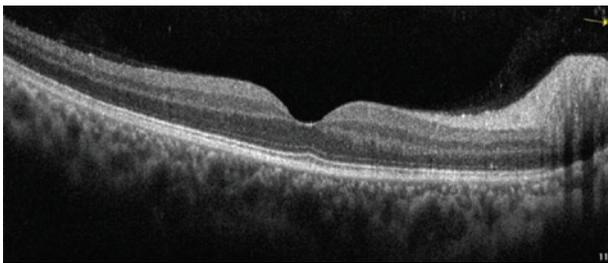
Tomografia de coerência óptica com redução de edema retiniano e fluido subjacente.
